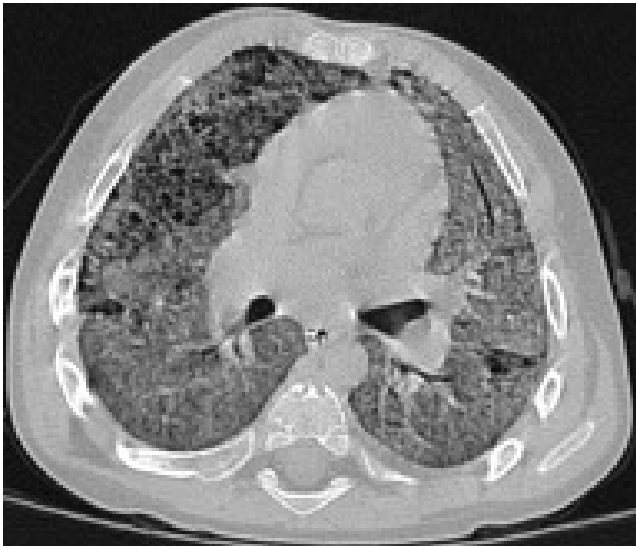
Tomografia ad alta risoluzione del polmone in un paziente di 2 circa anni affetto da deficit del surfattante di tipo C. Evidenza di aree a vetro smerigliato bilateramente e di multiple aree di distruzione cistica a tipo "polmone ad alveare" localizzate ubiquitariamente.
